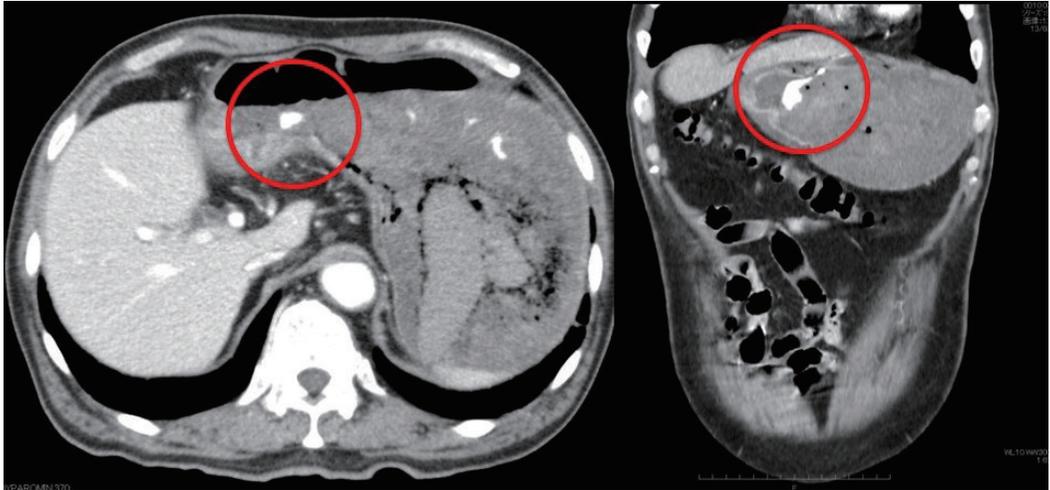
造影CT検査では右胃動脈の分枝から血管外漏出像を認めた。
